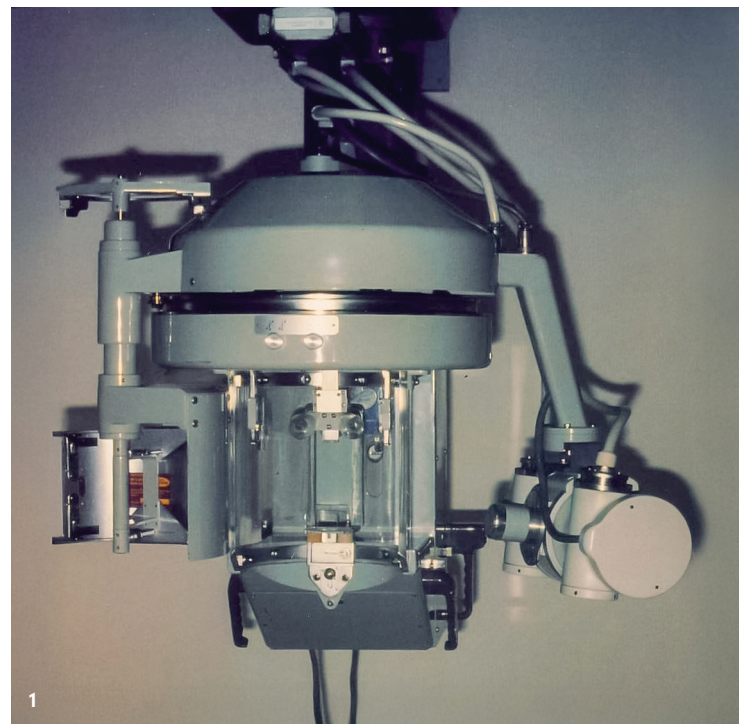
Historischer Orthopantomograf.
